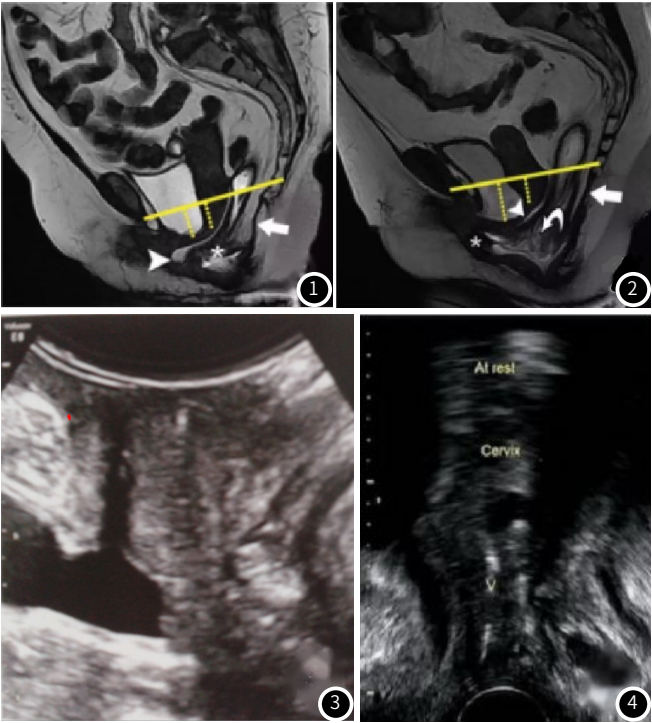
MRI示直肠肠套叠，向下及向前脱出，膀胱及子宫脱垂，腹膜脱出。图2 MRI示肠系膜脂肪疝入直肠阴道间隙，轻度膀胱脱垂，子宫脱垂；直肠内肠套叠，肛直肠交界下移。图3 会阴超声示膀胱膨出明显。图4 会阴超声可见子宫脱垂。
